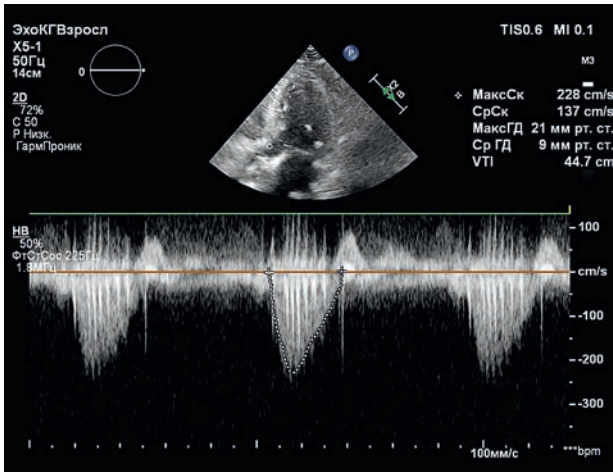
Эхокардиографическое исследование через 4 мес после оперативного вмешательства
